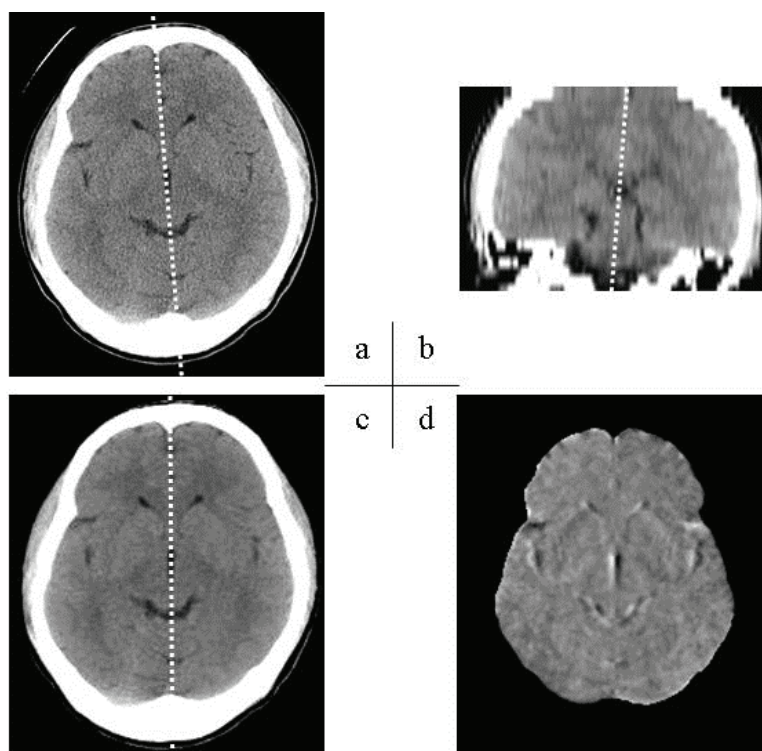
対側性体積差分処理. (a) 再構成された等方性 CT 体積データの水平断像, (b) 正中矢状線の傾きを伴った再構成体積データの冠状断像, (c) 3 次元的に回転・移動補正を施した CT 体積データの水平断像, (d) 対側性体積差分データの水平断像.
